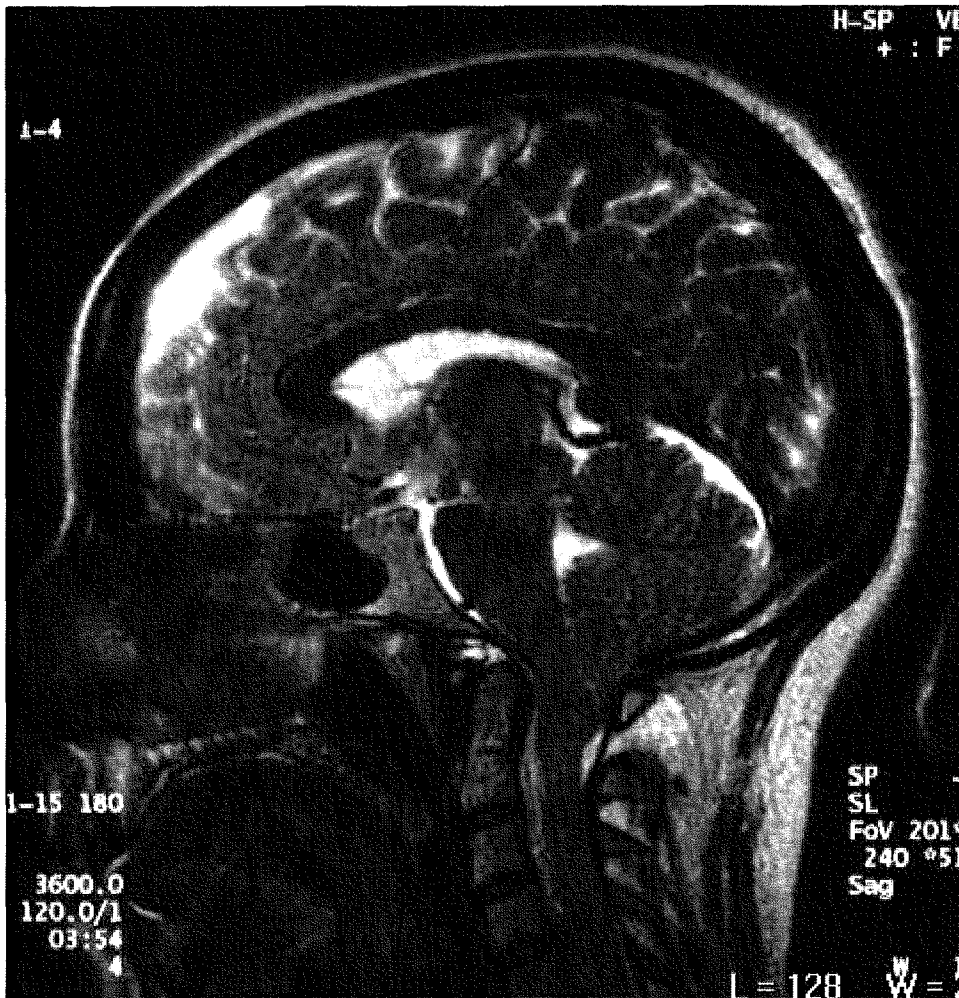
IRM cérébrale initiale coupe sagittale T2
